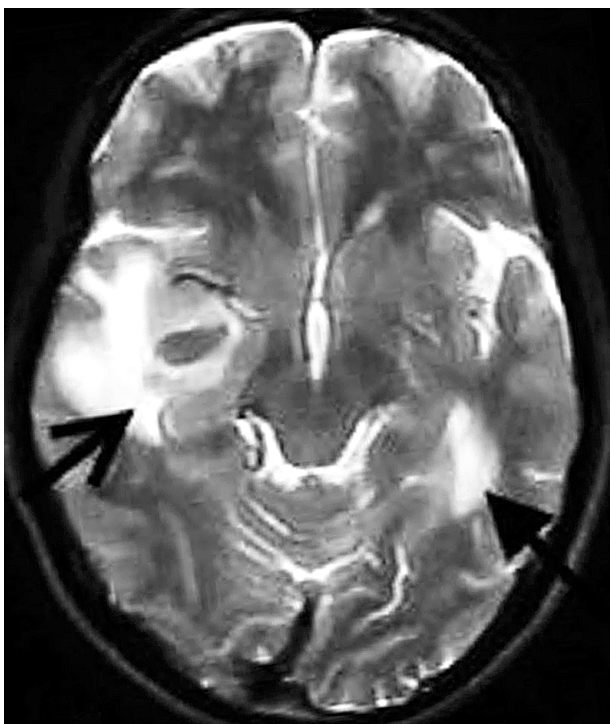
Магнитно-резонансная томография. Лимбический энцефалит
